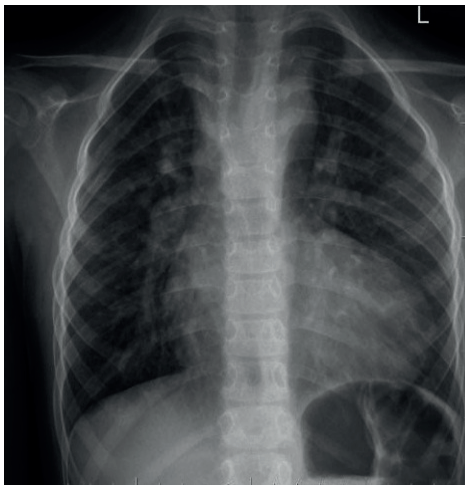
Рентгенограма пацієнта з тетрадою Фалло.
